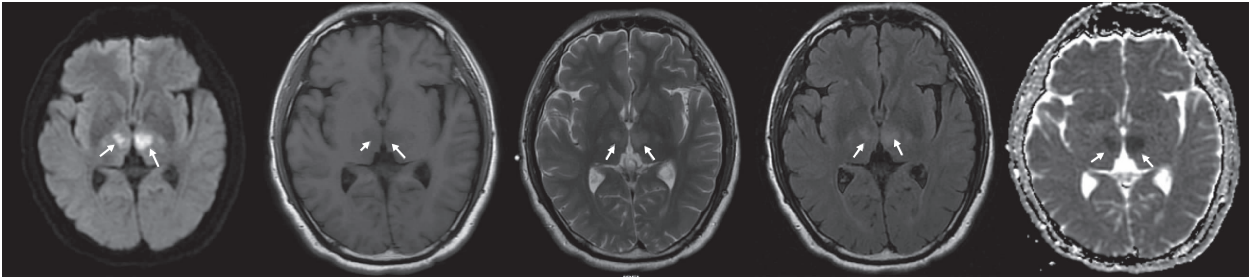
头颅 DWI 示双侧丘脑旁弥散受限,可见对称性斑片状 T₁ 低、T₂ 高、FLAIR 高、DWI 高信号影(如箭头所示)
